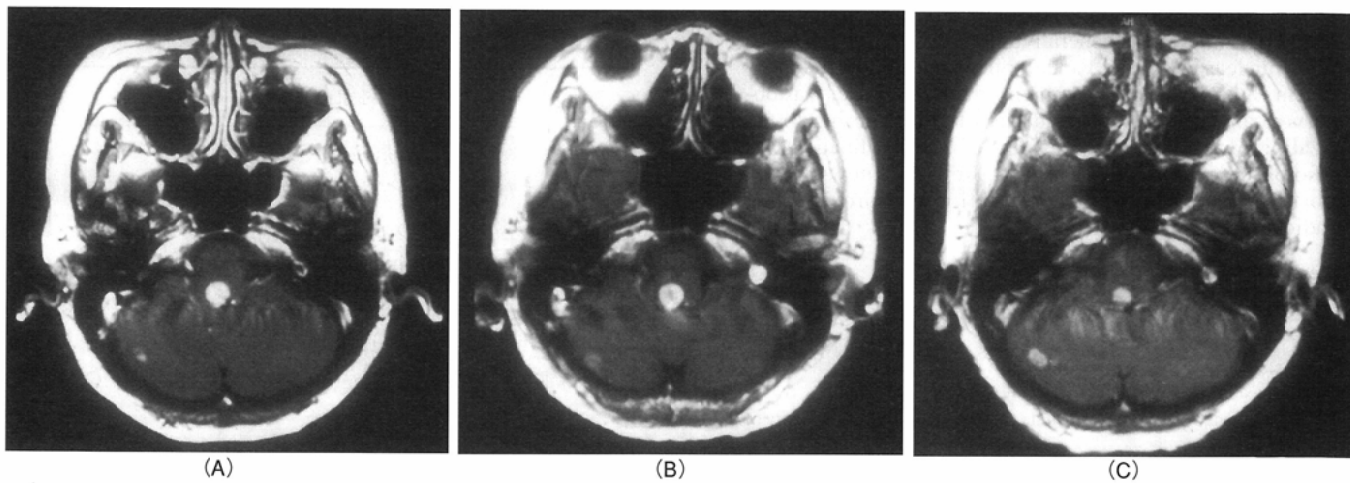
Case 1: T1-weighted MR images with contrast enhancement. (A)MRI at the day of gamma knife. (B)MRI eleven days after gamma knife. The central area of the irradiated tumor shows reduced contrast enhancement. The tumor size is unchanged. (C)MRI 32-days after gamma knife. The irradiated tumor decreases in its size. However, the tumor in the right cerebellar hemisphere increases in its size.
